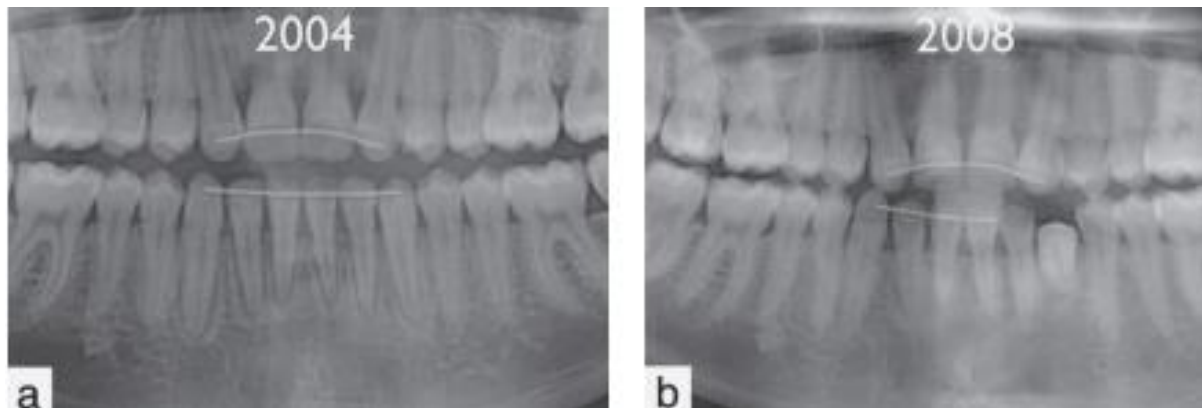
a) Radiographie panoramique après la dépose de l'appareil orthodontique ; b) Radiographie panoramique 4 ans après la dépose montrant la version excessive de 33 avec sa racine qui sort du champ de coupe et devient invisible (Roussarie et Douady, 2015)
